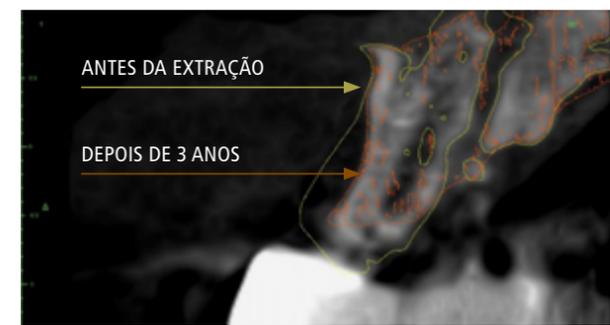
Avaliação do local três anos de após a extração, com tomografia em 3-D. Mostra a perda de volume ósseo durante o remodelamento após a extração.
